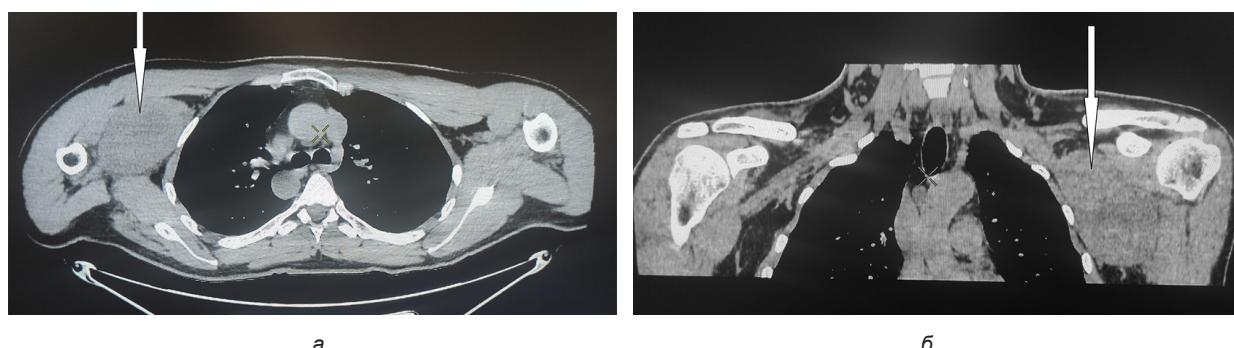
Результаты компьютерной томографии плечевого пояса пациента А.: а — сагиттальная проекция, б — фронтальная проекция (стрелкой указано объемное образование)
